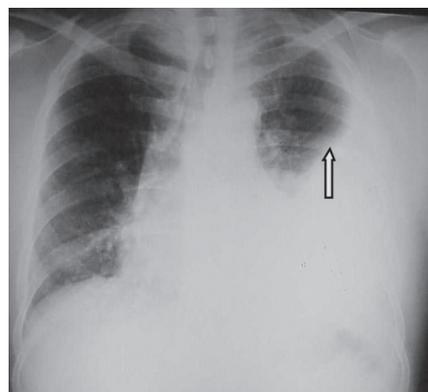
Radiografia de tórax em AP evidenciando volumoso derrame pleural à esquerda, com menisco apontado pela seta.
